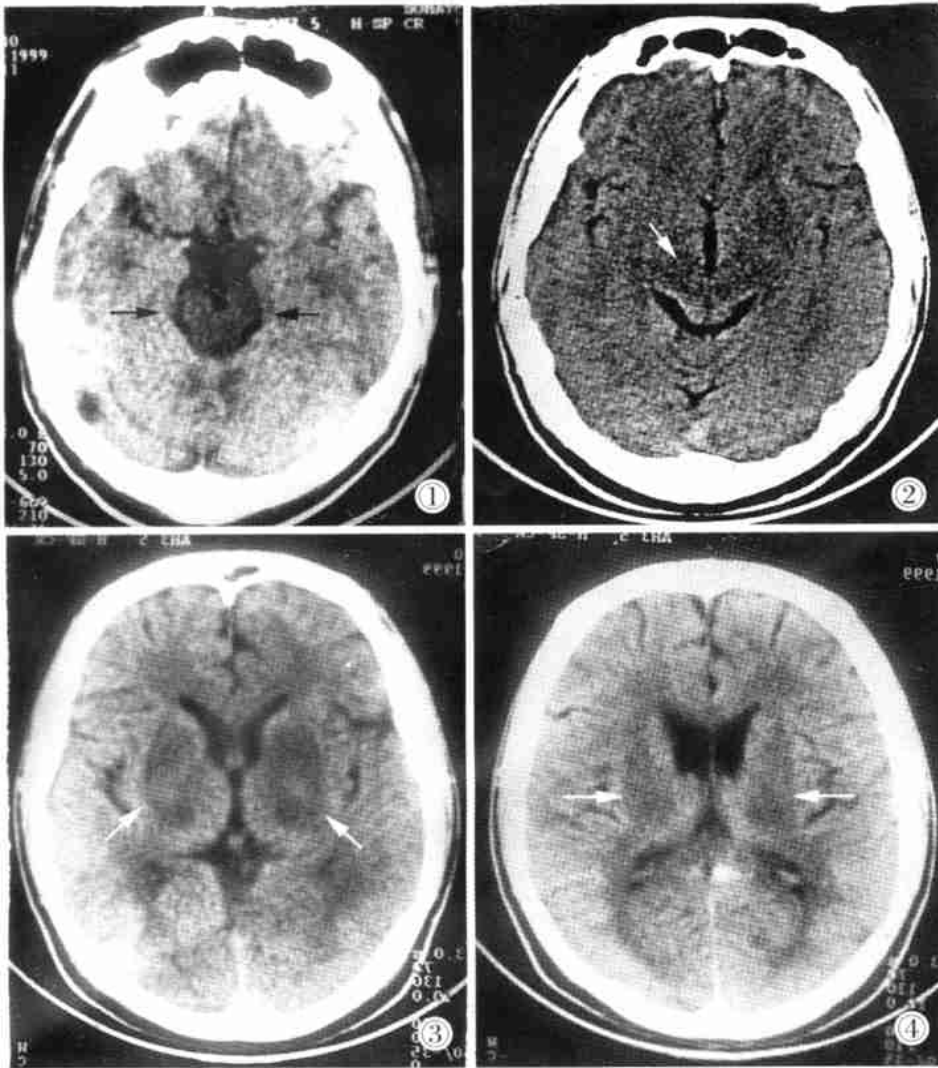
鞍上池层面 CT 平扫:中脑密度明显普遍降低。图 2 为第三脑室下部层面:双侧丘脑对称性条状低密度影,呈“V”字型。图 3 第三脑室中部层面:双侧基底节区对称性低密度区,外缘呈弧形向外凸,双侧丘脑对称性类卵圆形低密度影,与基底节区病灶相连呈“蝶翼”状。图 4 第三脑室上部层面,双侧基底节区及丘脑对称低密度灶并连成片。图 1~4 低密度病变均未见占位效应。
